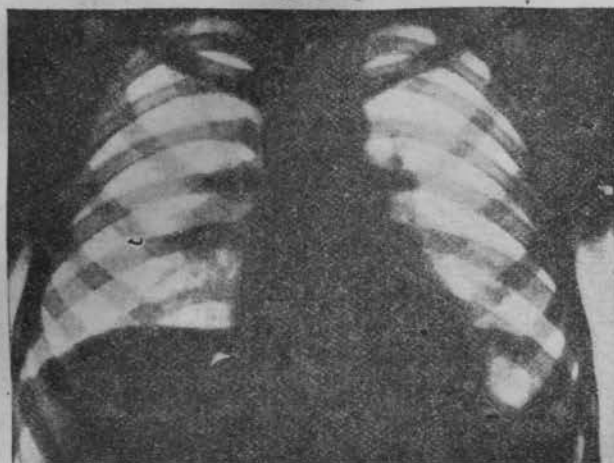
Caso P. P. Q. Radiografía al mes de tratamiento con 1 gr. diario de estreptomycin. El ganglio se ha reducido de tamaño de modo considerable, y la reacción perifocal ha desaparecido en absoluto.
